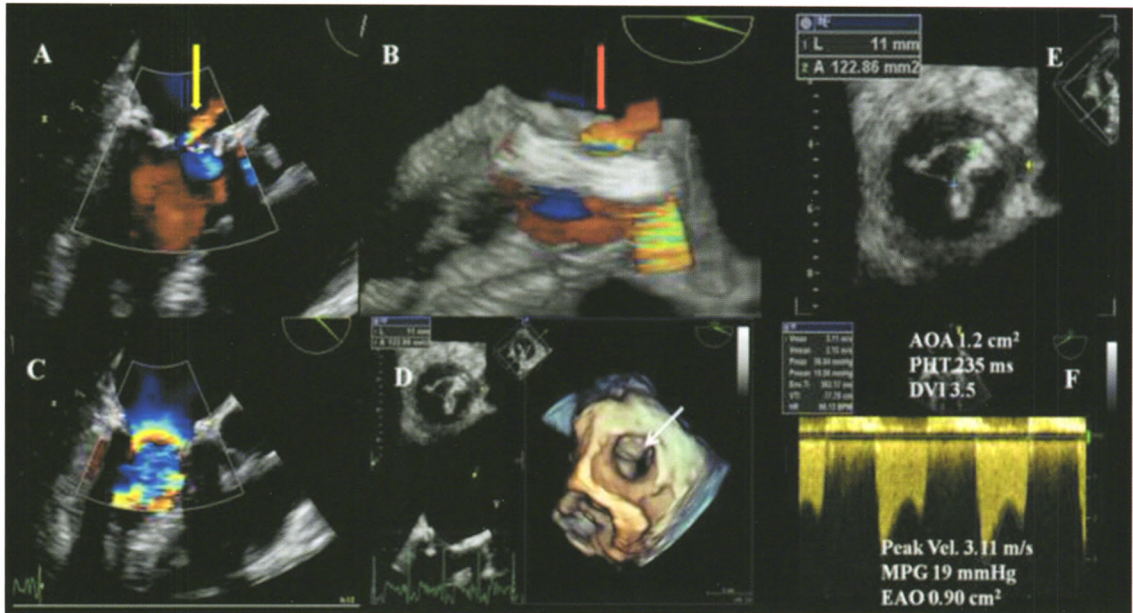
二尖瓣位置人工生物瓣退行性变和高跨瓣压差, 2D/3D 经食管超声心动图 (TOE) 显示人工生物瓣膜功能障碍 2D (A) 和 3D (B) 彩色血流显像显示异常的人工瓣内反流 (2D TOE 中黄色箭头, 3D TOE 中红色箭头)。2D 彩色血流显像显示前向血流在人工瓣膜水平呈明显的血流混叠, 提示为高流速 (C)。3D 数据显示前瓣开放不完全 (D, 白色箭头)。E 和 F 分别显示面积法描绘的解剖学瓣口面积 (AOA) 和连续性方程计算的有效瓣口面积 (EAO), 两者均证实了存在明显的瓣膜梗阻
